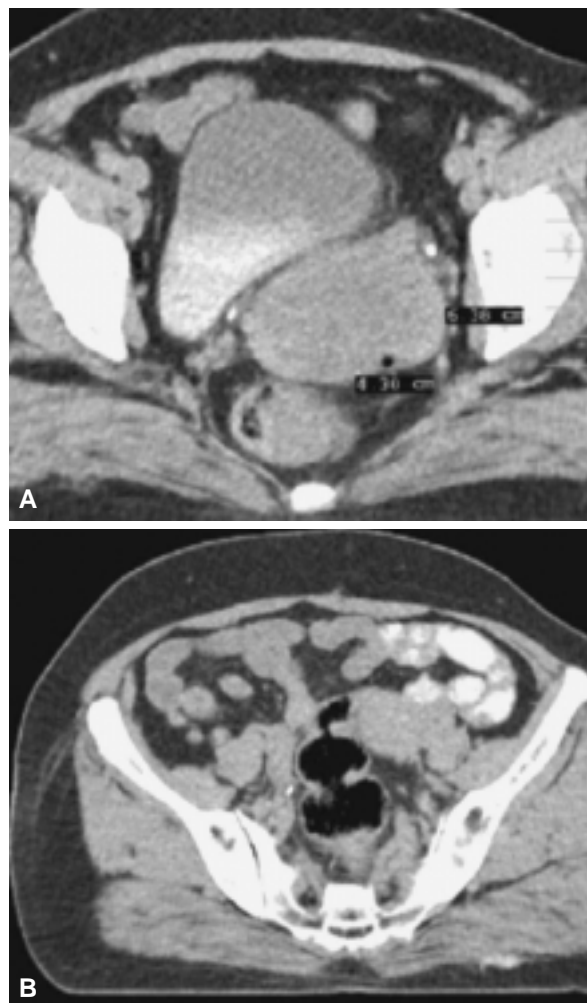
Mujer de 48 años con adenocarcinoma etapificada clínicamente por medio de la FIGO como IIb y por medio de la TC como IB2. A) Imagen de una TC contrastada oral e IV, fase excretora únicamente que muestra una masa-área mayor de 4 cm. B) La misma paciente en un corte más superior donde se identifica la heterogenicidad de la grasa (++) de ambos parametrios, siendo más evidente en el parametrio izquierdo donde hay imágenes sugestivas de ganglios menores del centímetro.
